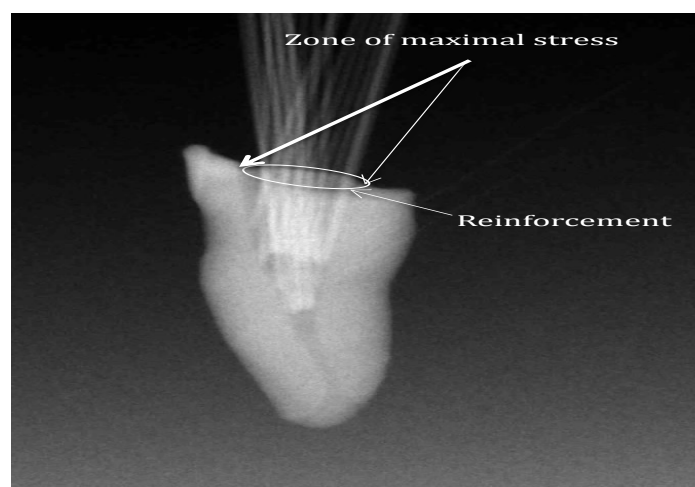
Radiographie montrant le renforcement par le déploiement des micro-tenons le long de la zone de stress [20]
